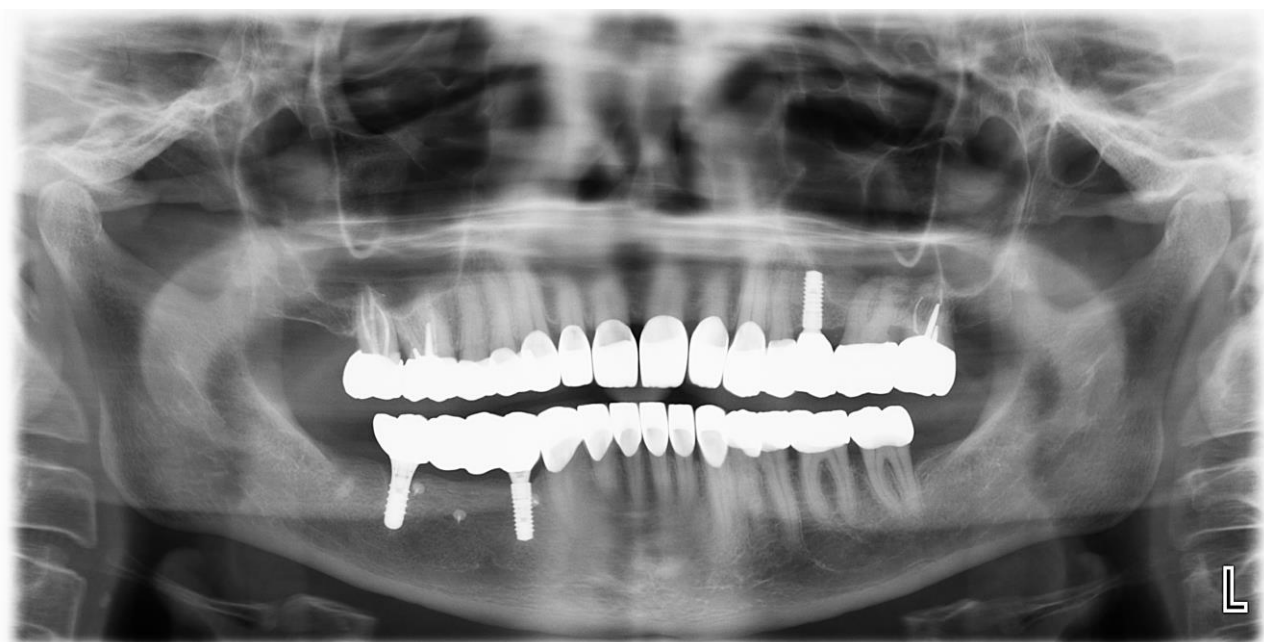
Ортопантомограмма пациента группы 2 (I и IV сегменты) (пример)
